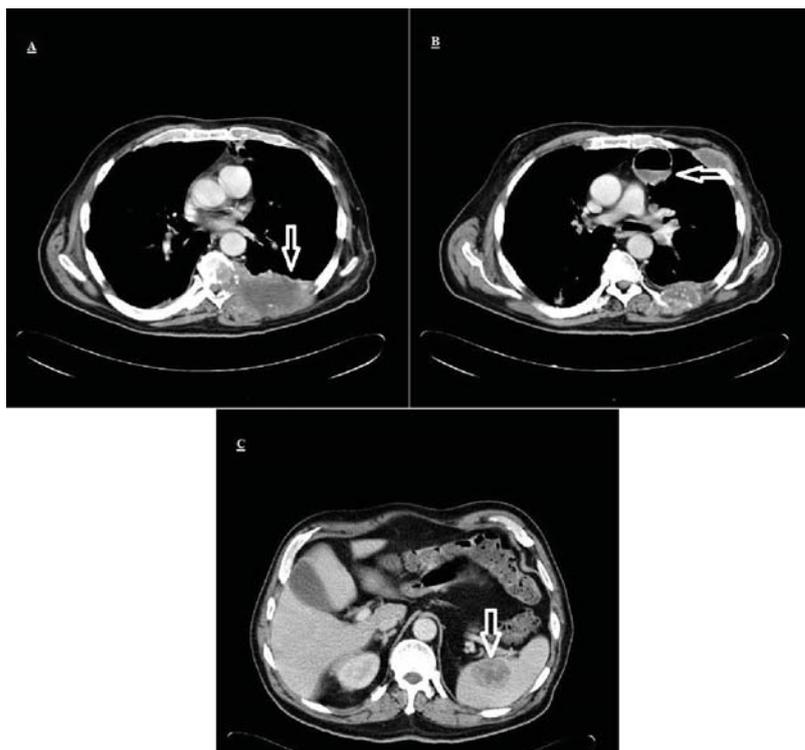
TC Toraco-Abdominal que muestra masa en columna dorsal y parrilla costal (A), lesión cavitada con nivel hidroaéreo (B) y lesión metastásica en bazo (C).
